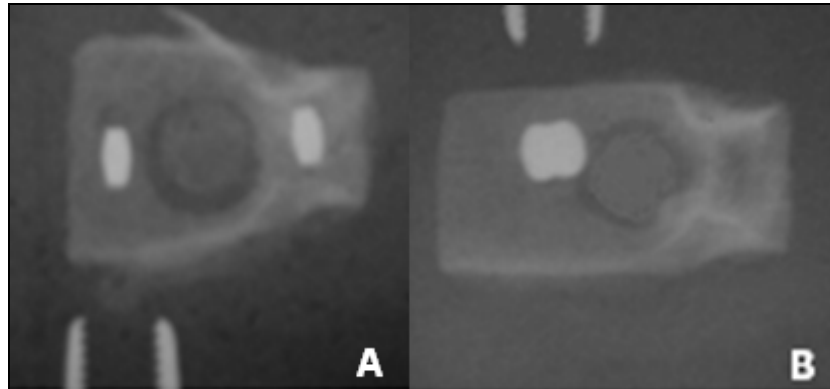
Radiografias das peças removidas das calvárias dos ratos. Observa-se estabilidade dos ímãs em A e magnetos deslocados e atraídos em B.
